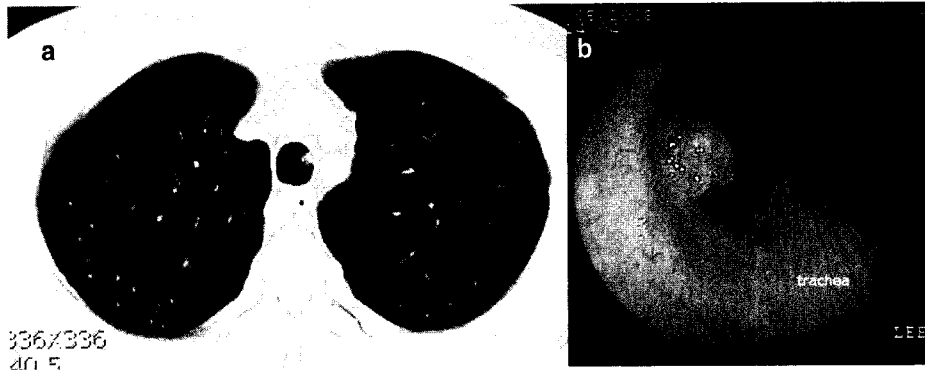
CT. (a) and bronchoscopic, (b) findings of small adenoma at lower trachea.
